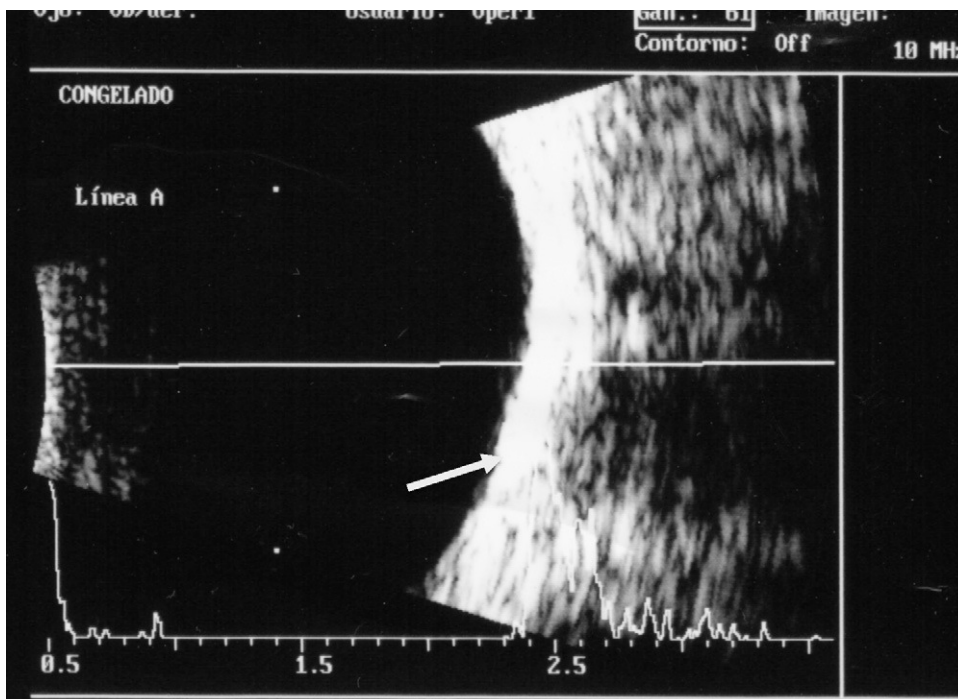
Ecografía ocular que manifiesta el aumento de densidad-ecogenicidad coroidea.
